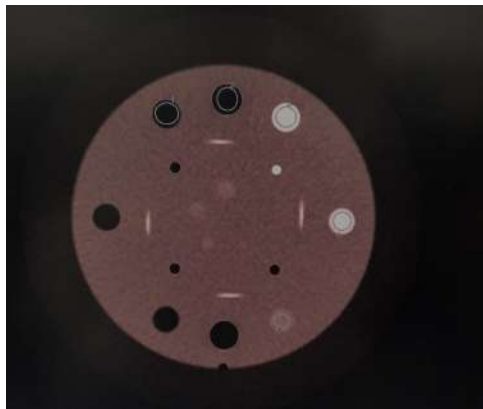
Analyse des matériaux de référence dans le module CTP404 pour la linéarité des nombres CT
